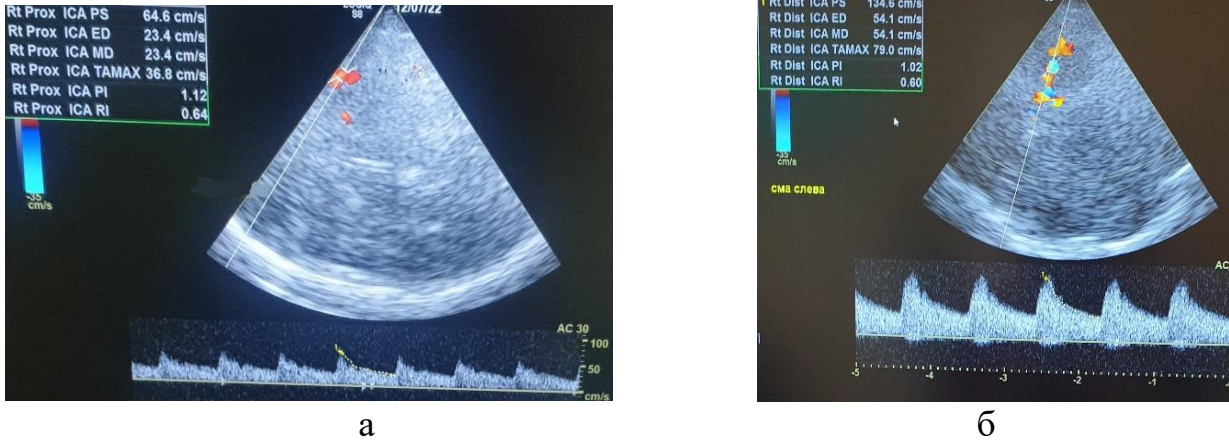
Транскраниальное дуплексное сканирование пациентки К., (И/б 45856-2023): гипоперфузия в левой СМА в виде снижения систолической (ПСС = 64,4 см/с) и усредненной по времени средней (ТАМАХ = 36,8 см/с) скоростей кровотока при поступлении в стационар (а); скоростные показатели в левой СМА в пределах нормативных значений (ПСС = 134,6 см/с, ТАМАХ = 79 см/с) на 3 сутки после ТЛТ (б)
